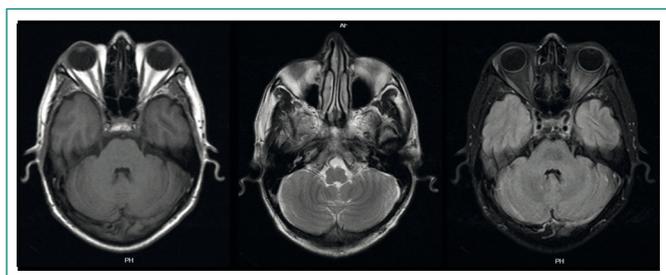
RM cerebral. Imagen focal en región pontina, hiperintensa en T2 y más discreta en Flair, sin restricción, ni representación en T1, compatible con gliosis focal
